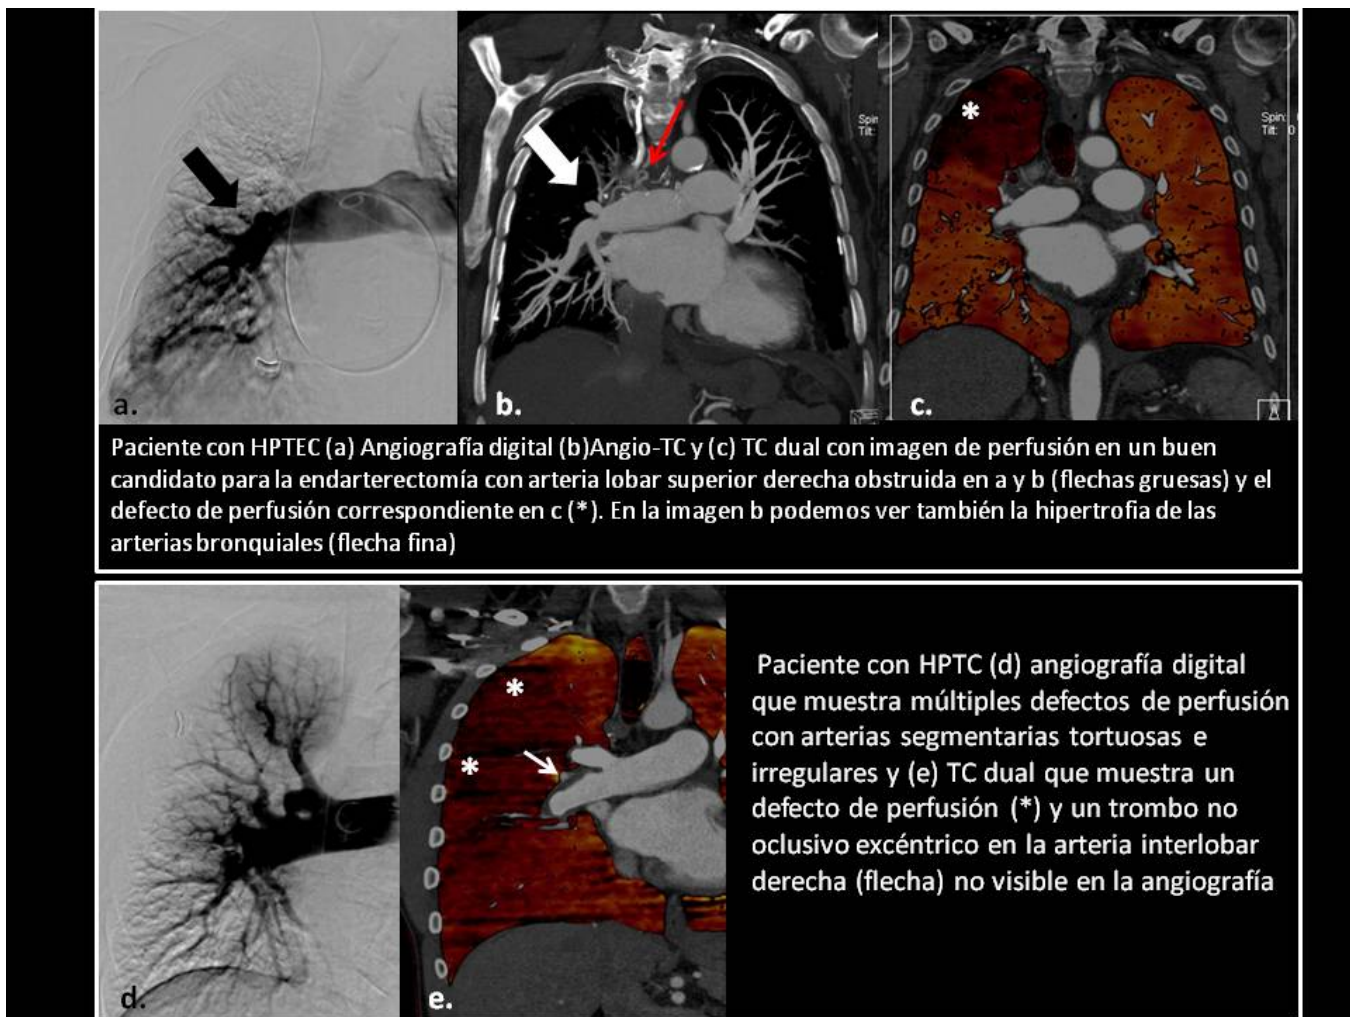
Angiografía y TC dual. en dos pacientes con HPTEC (a,b,c) Paciente con oclusión proximal en LSD coincidente en arteriografía y TC, excelente candidato a endarterectomía.(d,e)Paciente con múltiples defectos periféricos en arteriografía y mapa de yodo con poca enfermedad proximal en interlobar D, siendo peor candidato al tratamiento quirúrgico.
